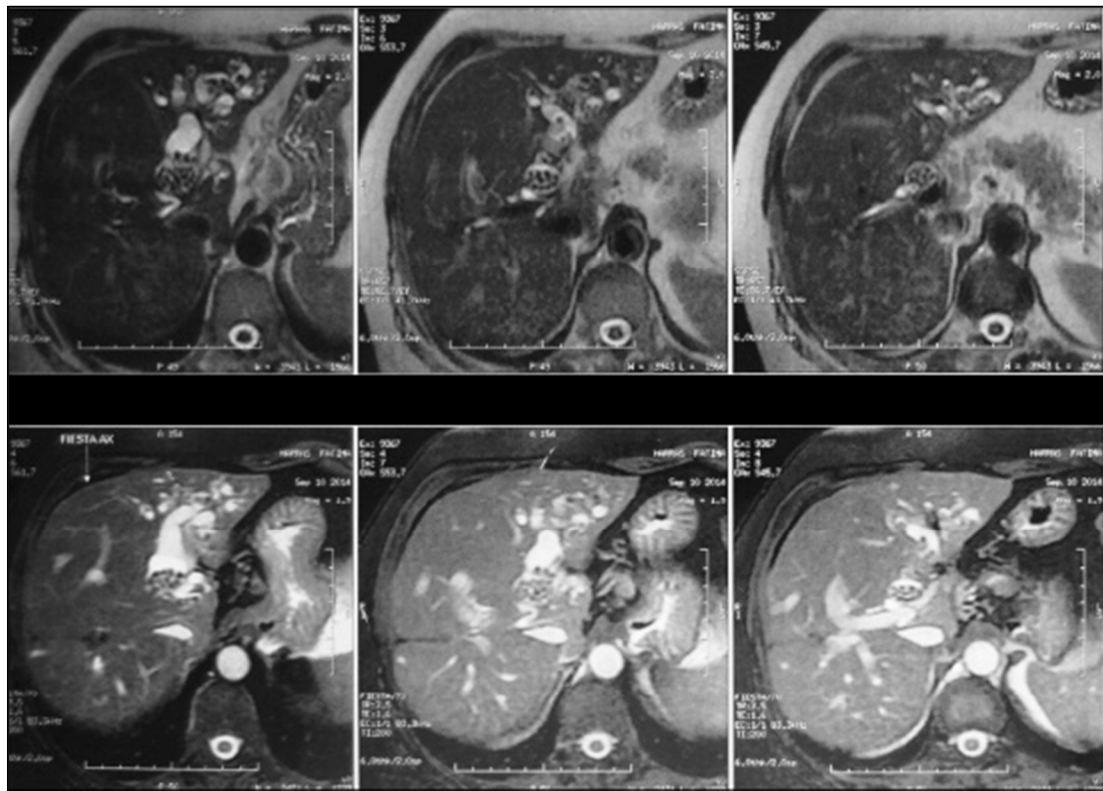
Bili-IRM: Dilatation localisée des voies biliaires intra-hépatique.
